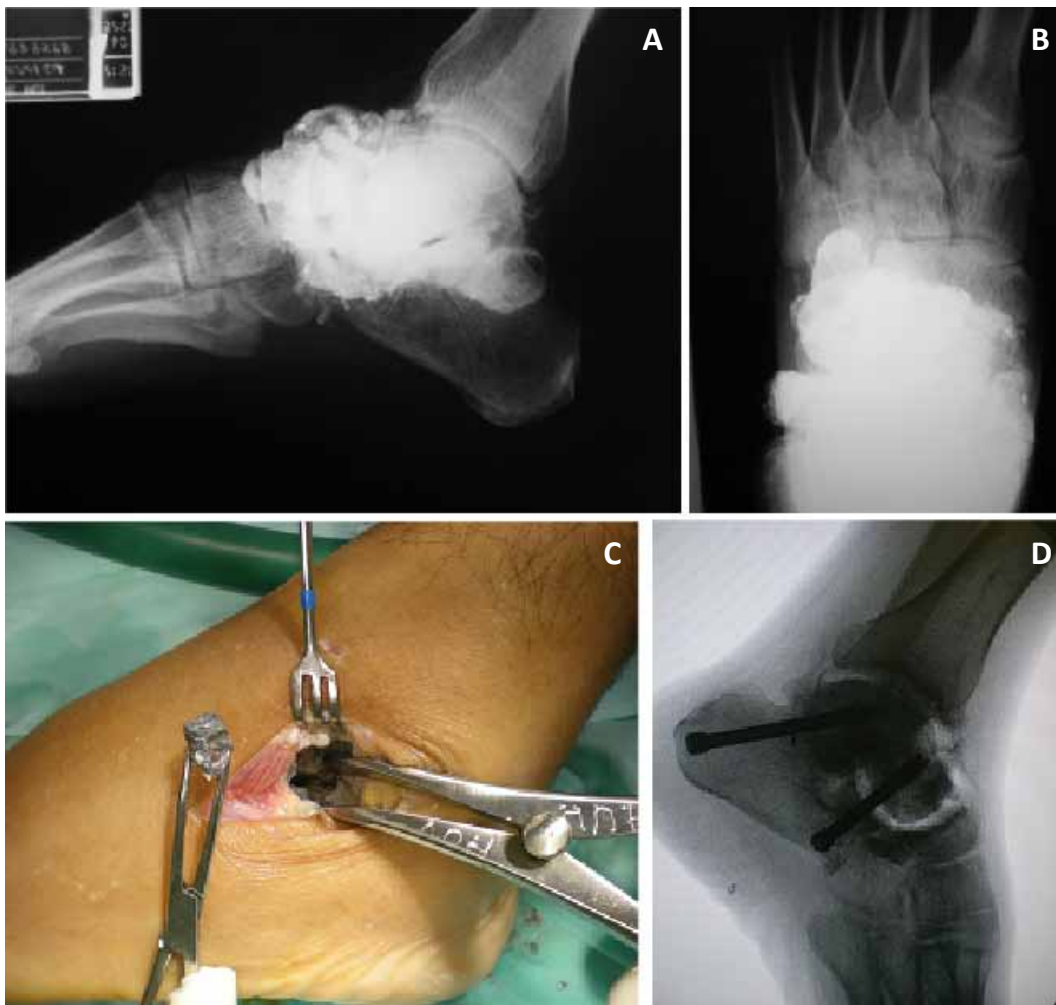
Caso 2: A. Radiografía AP. Compromiso severo de articulación subtalar y Chopart por proyectil de arma de fuego. B. Radiografía AP. Compromiso severo de articulación subtalar y Chopart por proyectil de arma de fuego. C. Abordaje subtalar. Extracción de proyectiles y fragmentos de plomo intrarticulares. D. Radiografía lateral de Tobillo. Artrodesis subtalar con tornillos de compresión. Liberación de articulación Talo-Navicular y autoinjertos.
